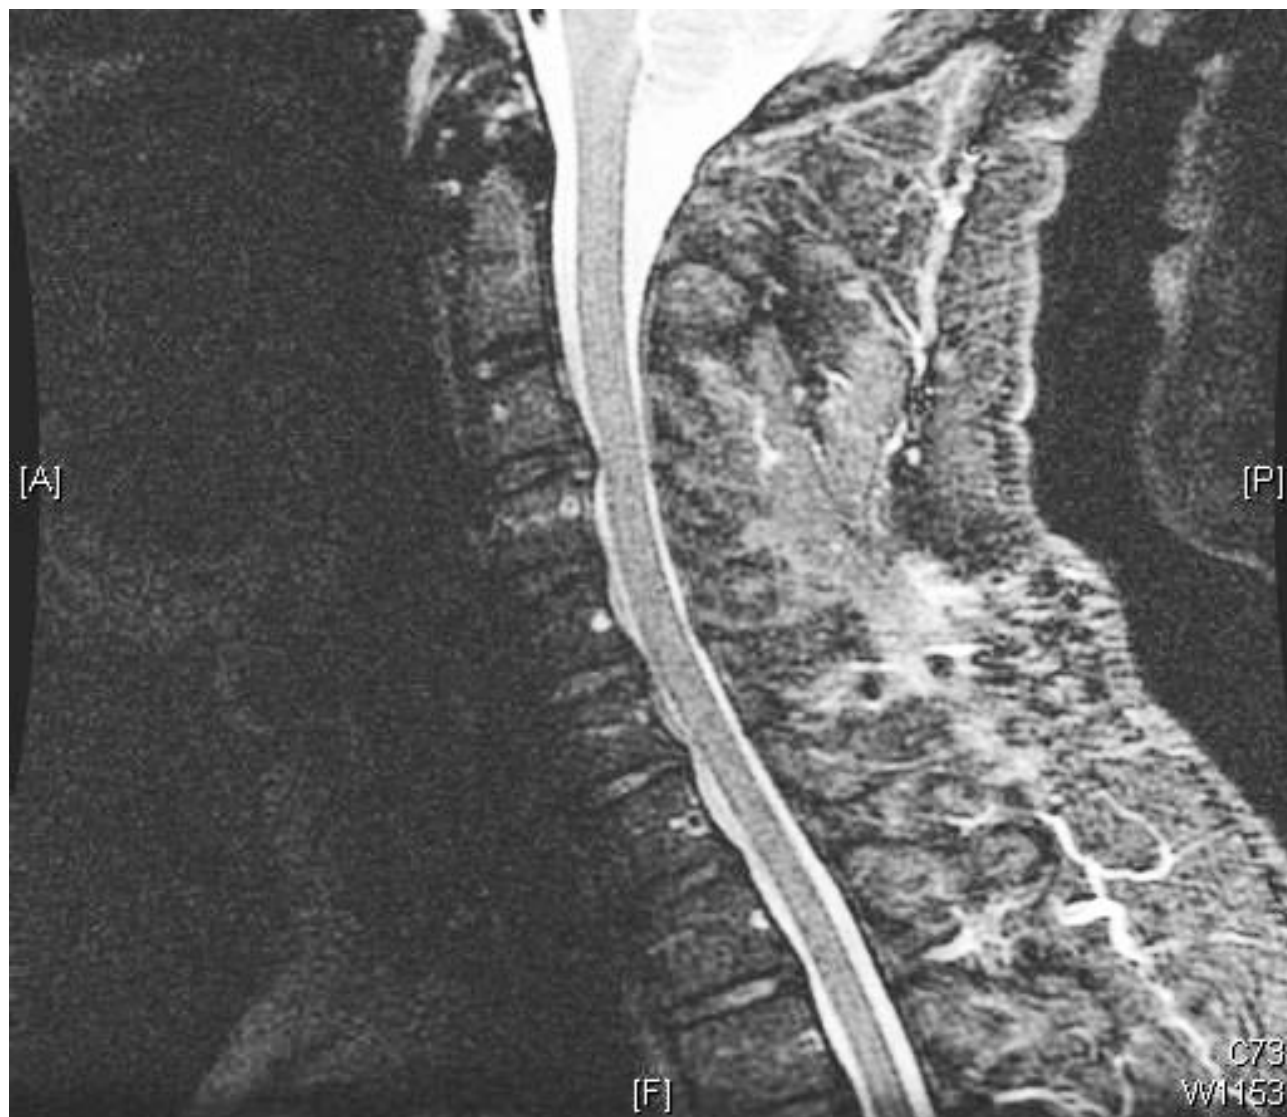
Ressonância nuclear magnética (RNM) cervical (T2 sagital) com doença articular degenerativa moderada, mas sem compressão significativa da medula espinhal
